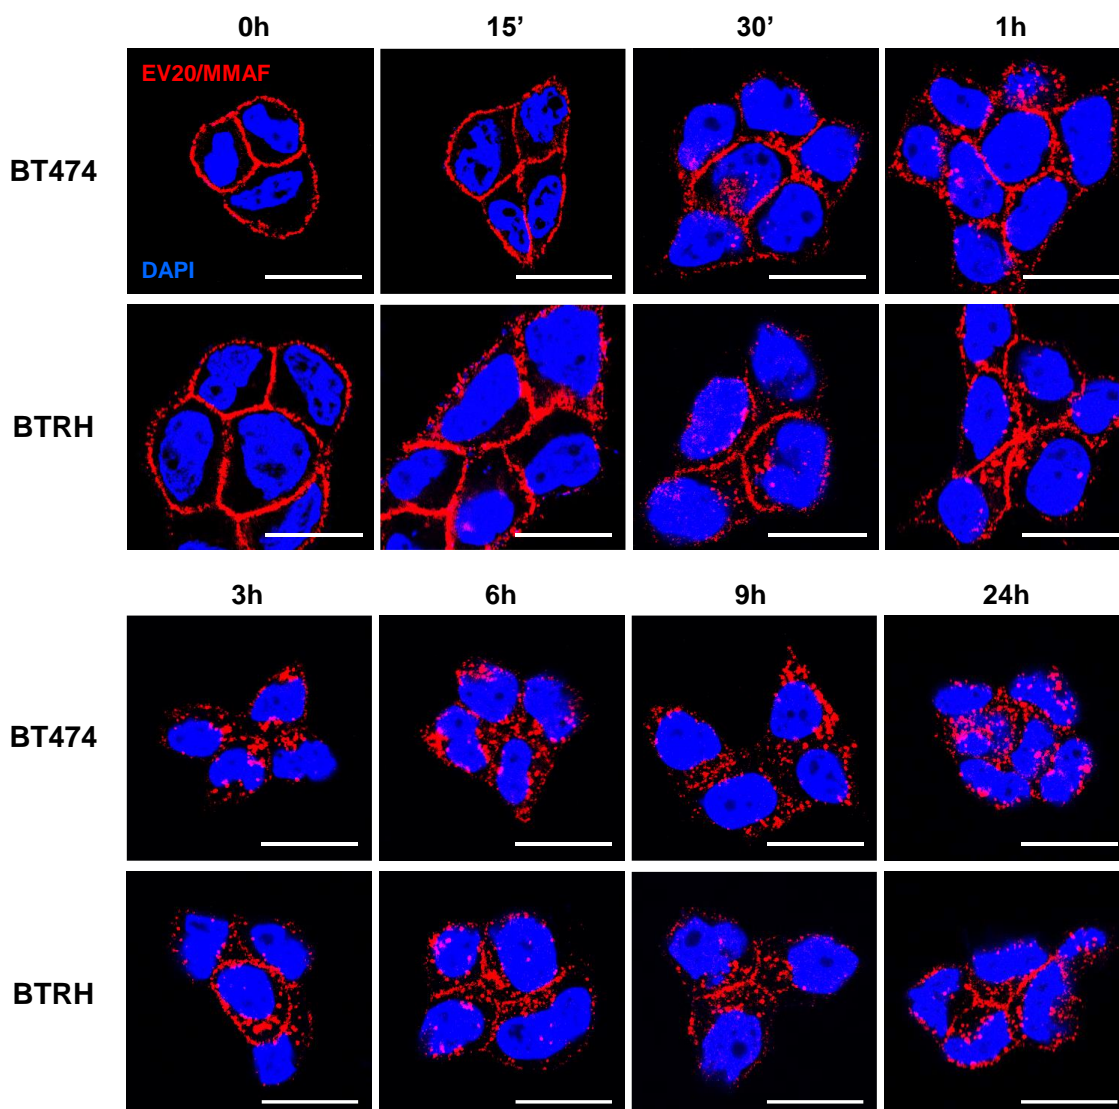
Internalización de EV20/MMAF en BT474 y BTRH. Internalización de EV20/MMAF (10 nM) a los tiempos indicados en células BT474 y BTRH analizado por inmunofluorescencia. Escala: 20 μ m. EV20/MMAF: rojo; DAPI: azul.
